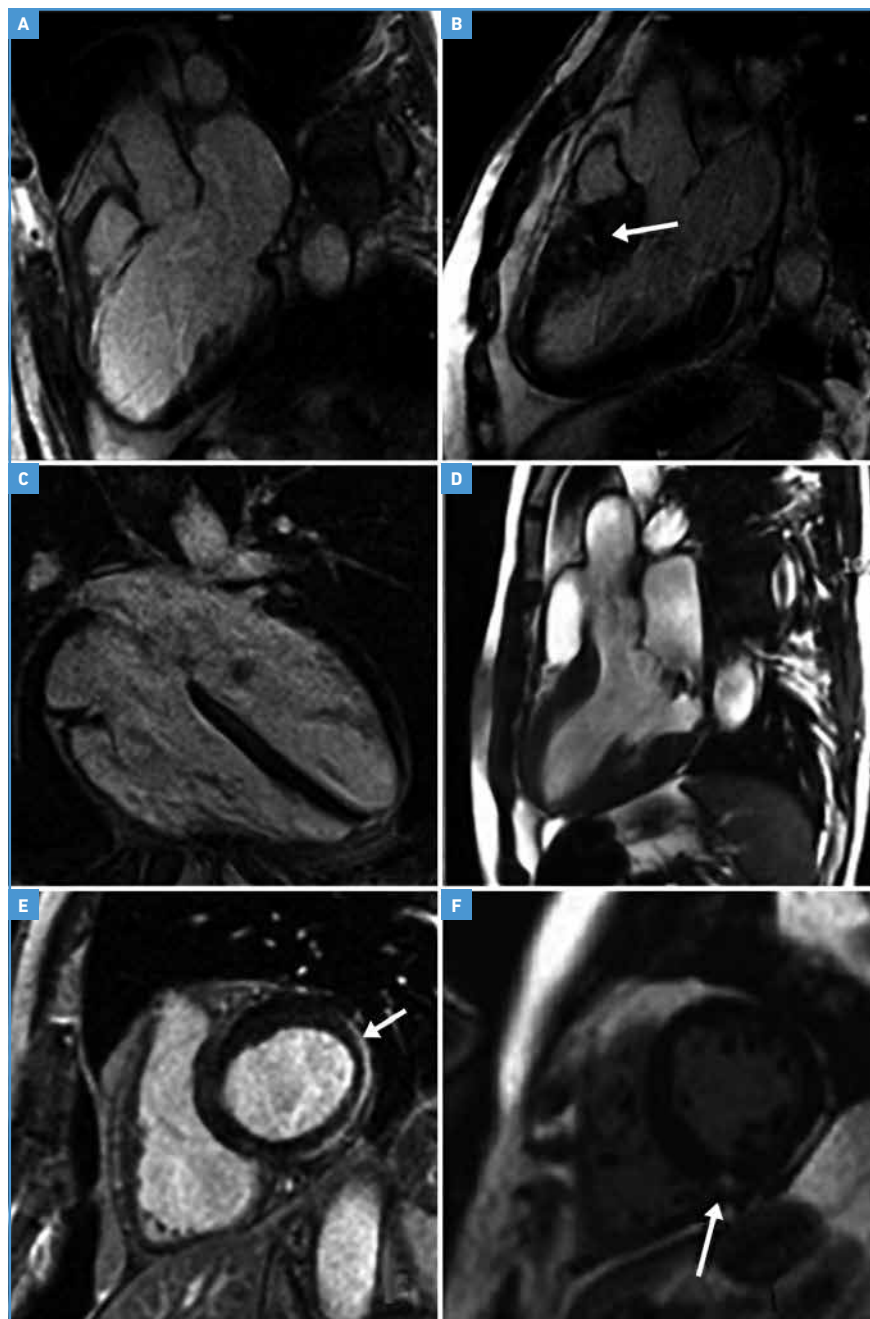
Pathologies mises en évidence par l'IRM chez des survivants d'arrêt cardiaque extrahospitalier, sans lésion coronaire significative: infarctus (A), CMH avec fibrose (B), DVDA (C), prolapsus valvulaire mitral (D), myocardite (E), fibrose inférieure non spécifique (F).
